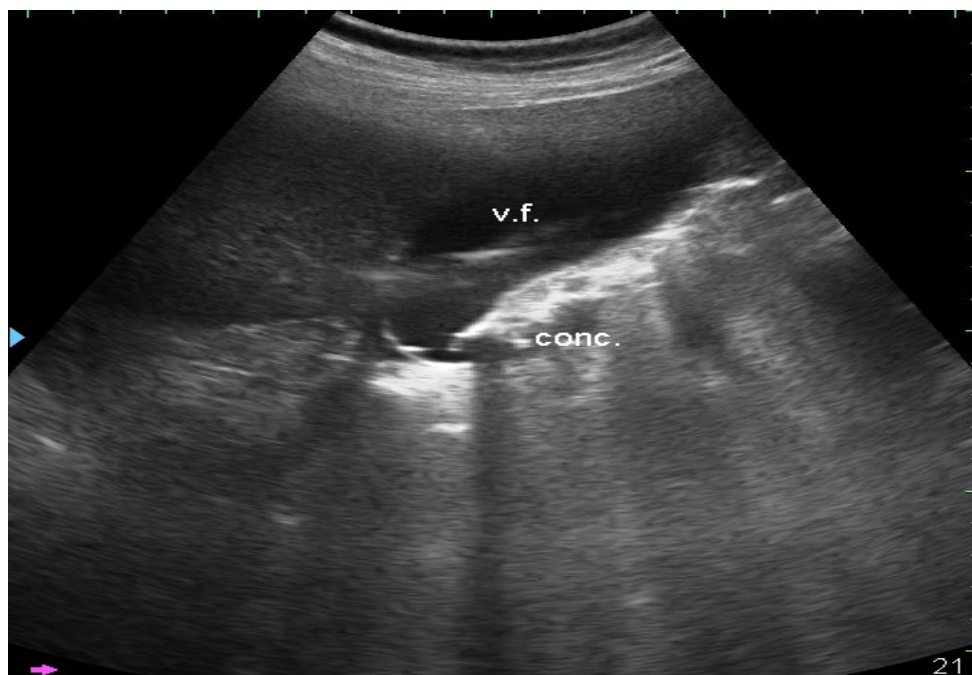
УЗИ. Увеличение размеров желчного пузыря
